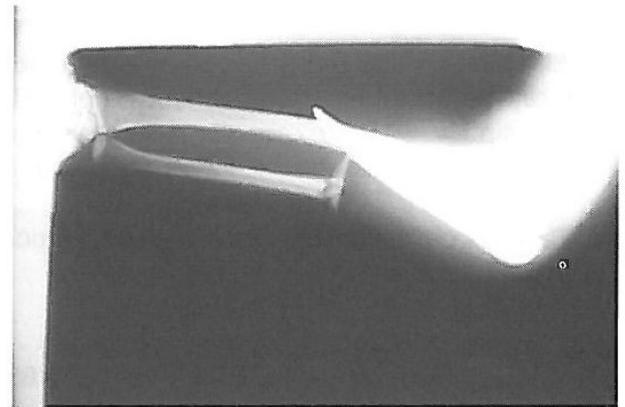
Radiografía: fractura de cúbito (vista postero-anterior).
